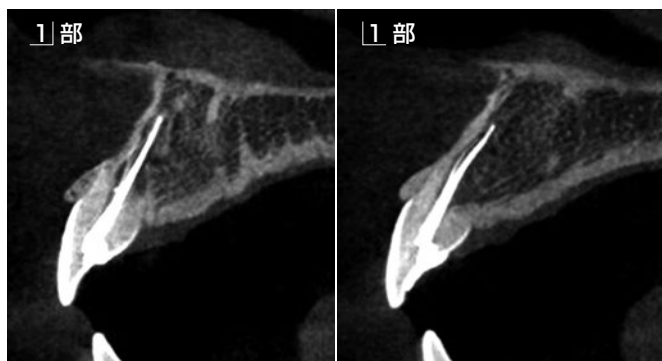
術前の 1|1 部CT矢状断像。このようにアンキローシスを起こした歯の抜歯は、歯根膜を有した抜歯と比べて大きな骨損失を引き起こす。
